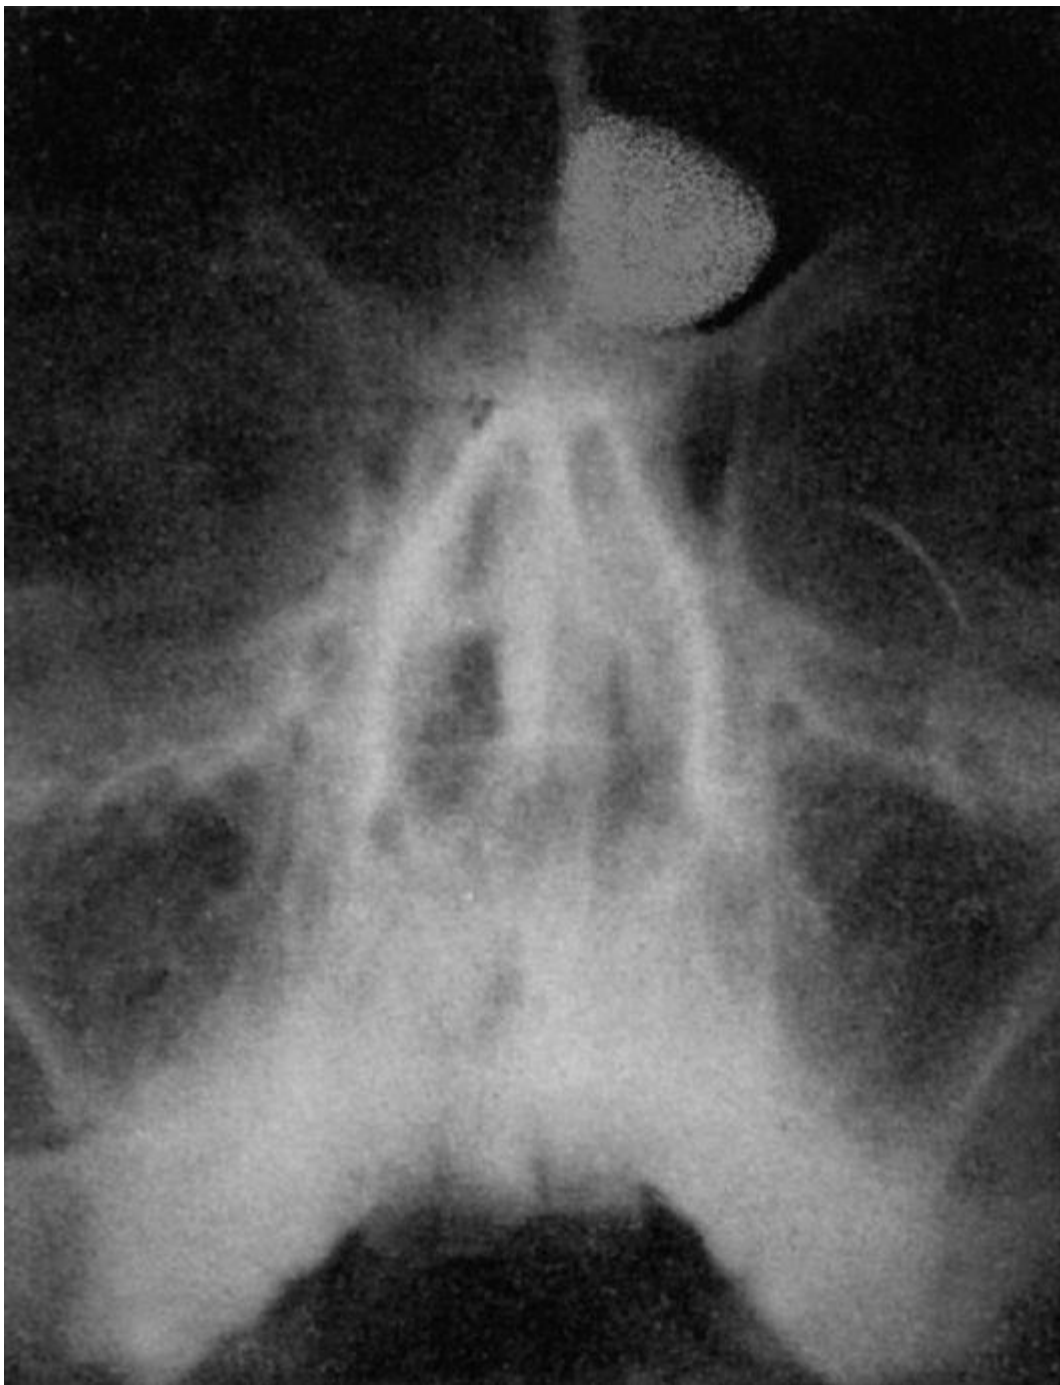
Рентгенограмма. Остеома лобной пазухи
